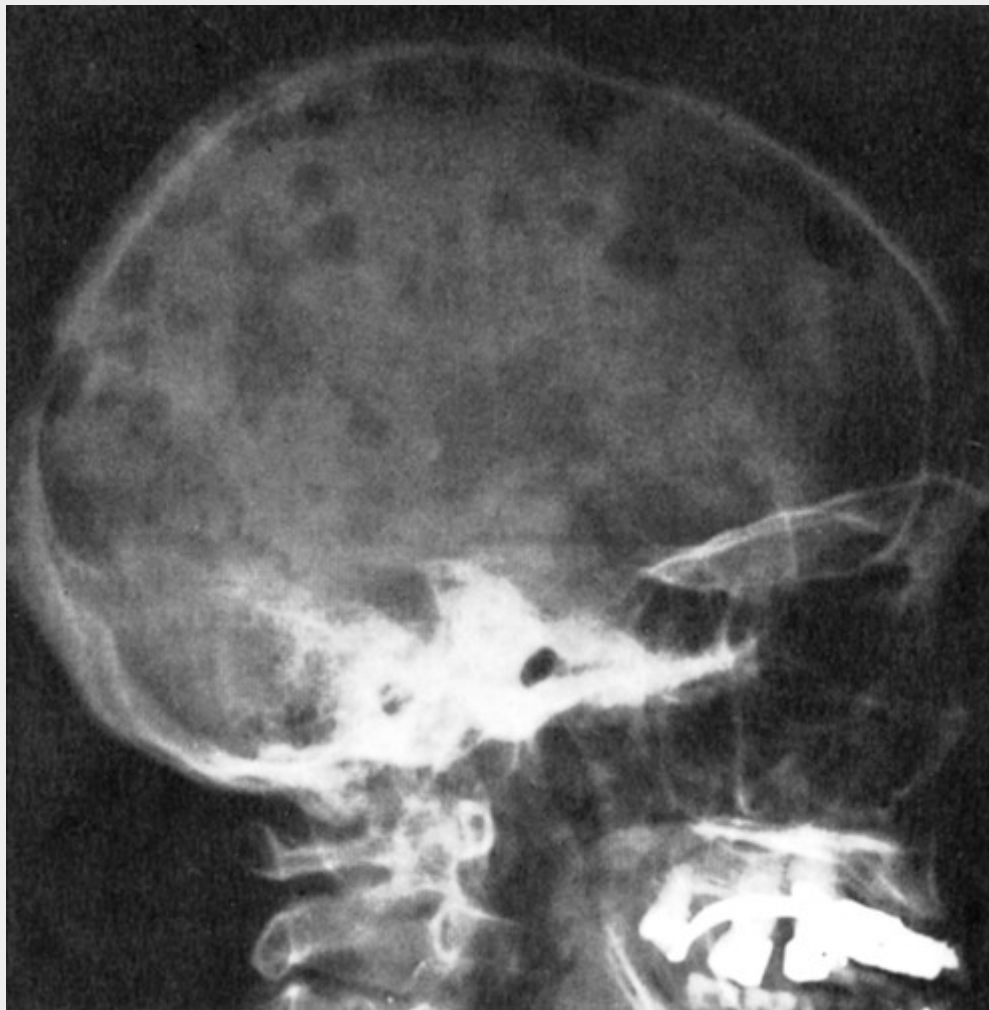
Mieloma múltiplo do crânio (radiografia, vista lateral). As lesões ósseas em sacabocado são mais evidentes na calvária.
